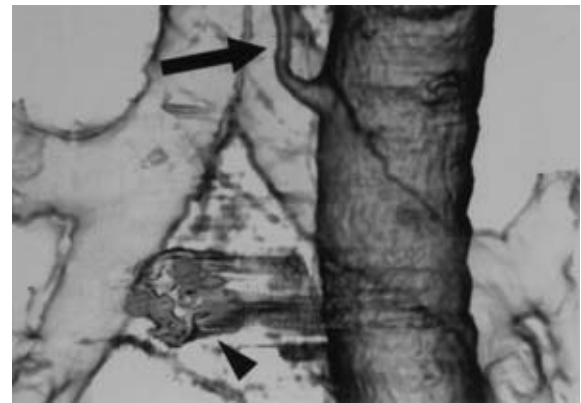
Angiography CT shows that arterial perfusion halted after bronchial artery embolization. → right bronchial artery ▴ coil
